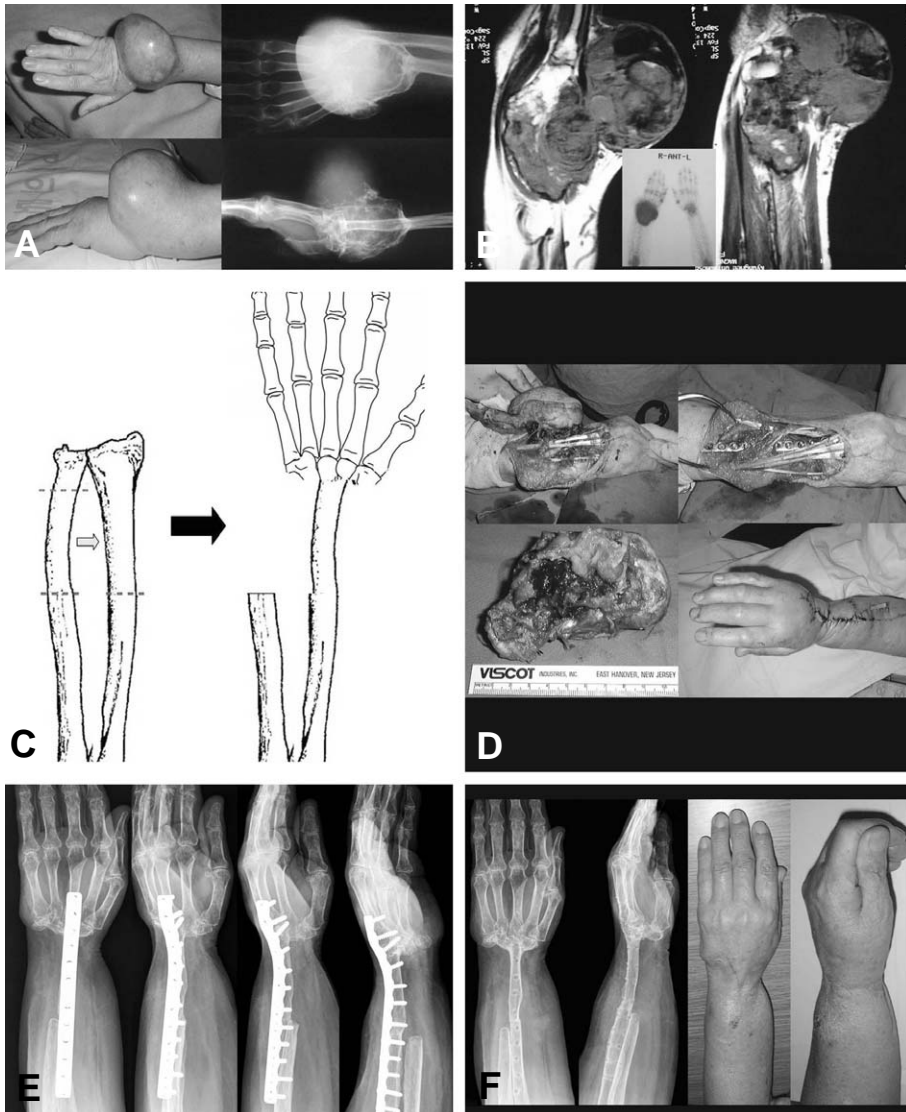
(A) 73-years-old woman visited our clinic due to protruding huge mass on the dorsum of wrist. (B) MRI showed wide involvement of carpal bones, ulna and radius with giant cell tumor and bone scan showed hot uptake around the wrist. (C) This picture showed how segmental ulna bone would be transposed for wrist joint arthrodesis after tumor excision. (D) Segmental ulna was transported into defect of radius and carpal bone to connect and fusion for wrist joint after tumor was excised. (E) X-ray was checked 6 month later after operation. (F) This pictures showed satisfactory appearances and complete radiological union 1 year later after operation.
